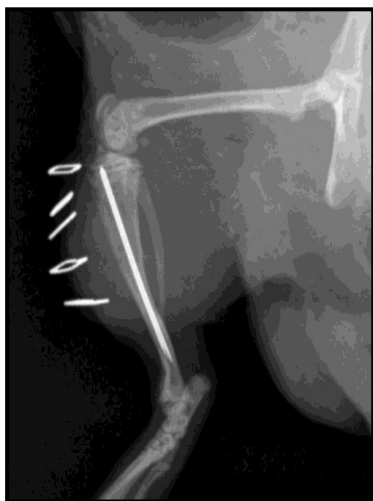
Postoperative seitliche Röntgenaufnahme mit korrekter Platzierung des intramedullären Implantates nach Osteotomie im mittleren Tibiaschaftbereich.
